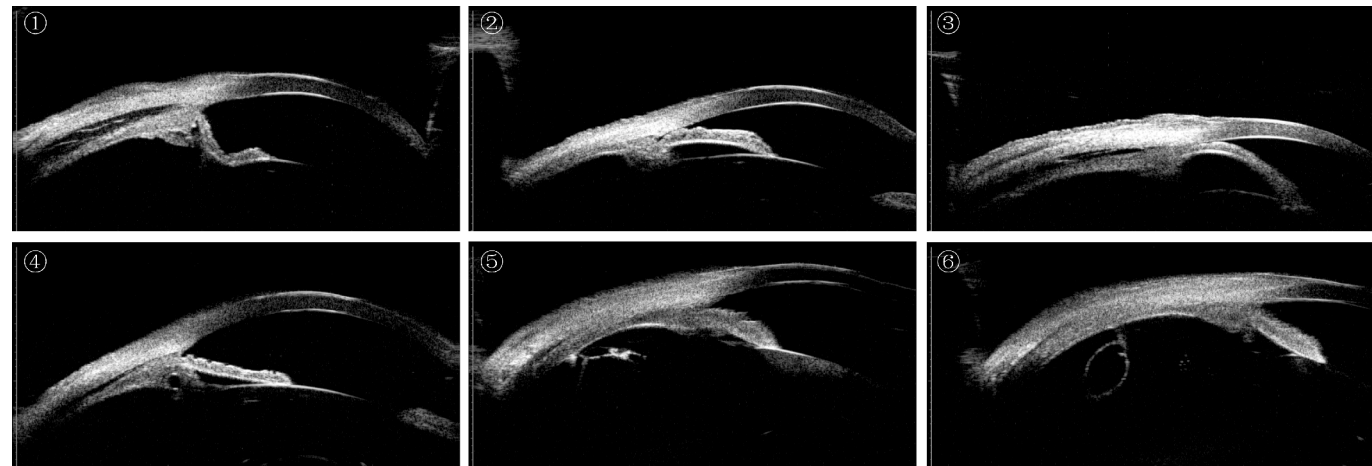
超声生物显微镜检查图,显示睫状体脉络膜脱离。
